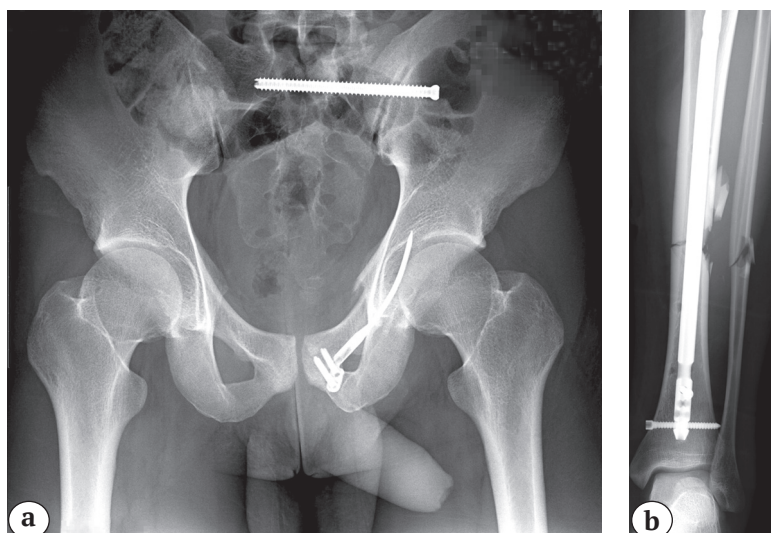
Контрольные рентгенограммы после окончательной фиксации:
